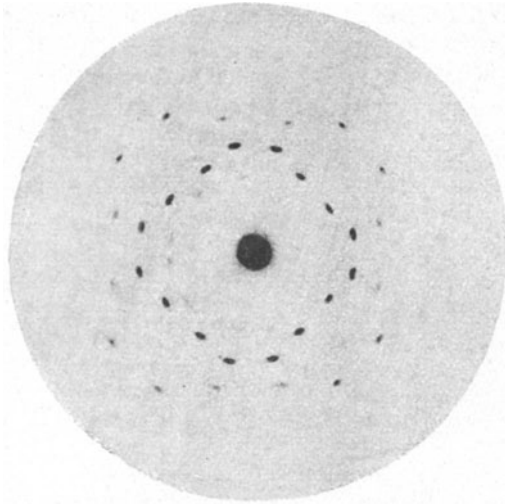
Kristallröntgenogramm bei Durchstrahlung senkrecht zu einer Würfelfläche.
